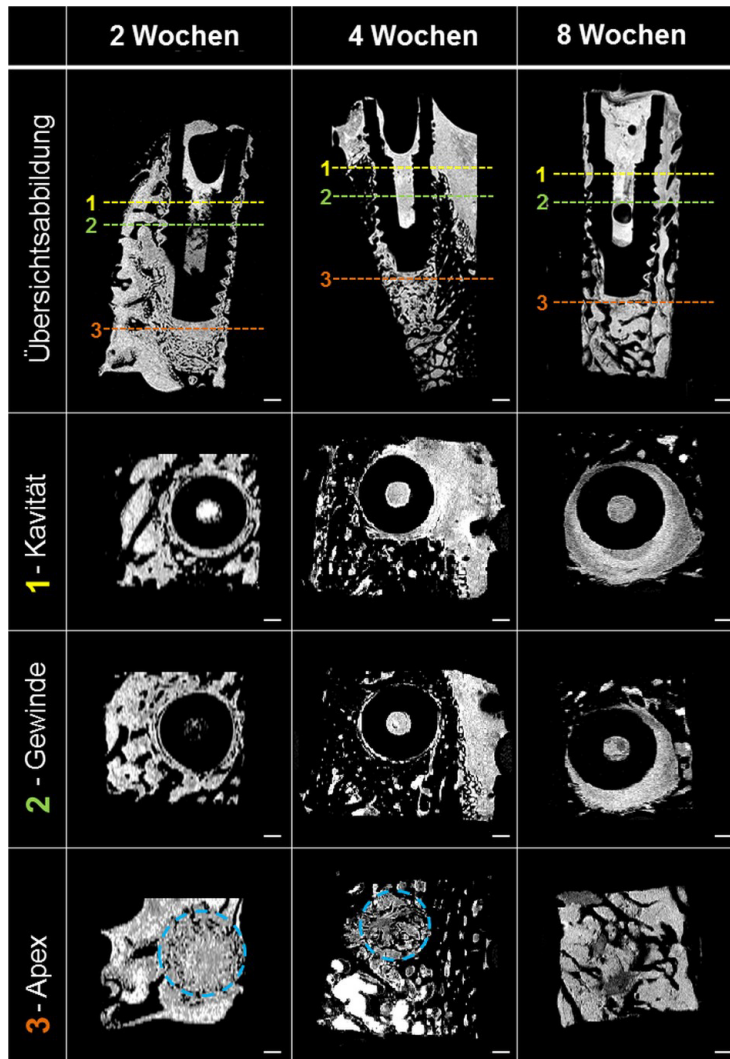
Dokumentation des zeitlichen Verlaufes der Osseointegration anhand exemplarisch ausgewählter MRT-Schnittbilder. Gegenübergestellt sind jeweils die Longitudinalschnitte und drei axiale Ansichten durch den Implantationsbereich. Der Bohrkanal (blau markiert) ist bis zu einer Einheildauer von vier Wochen optisch vom Lagerknochen abgrenzbar. Die Positionen der gezeigten Zahnimplantate sind wie folgt: 2 Wochen – mitte rechts, Quadr. IV, 4 Wochen – mitte links, Quadr. III, 8 Wochen – hinten, links, Quadr. III.^{xcii}
